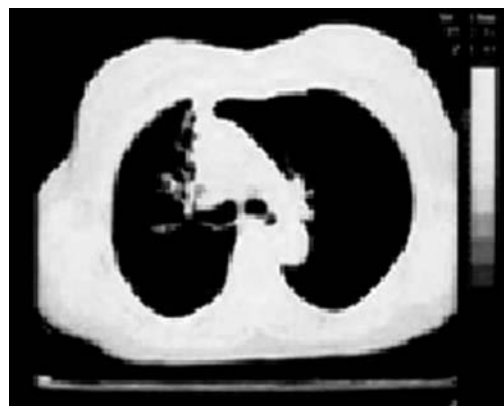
Tomografía de tórax que evidencia estenosis del bronquio del LSD con atelectasia del mismo lóbulo.
